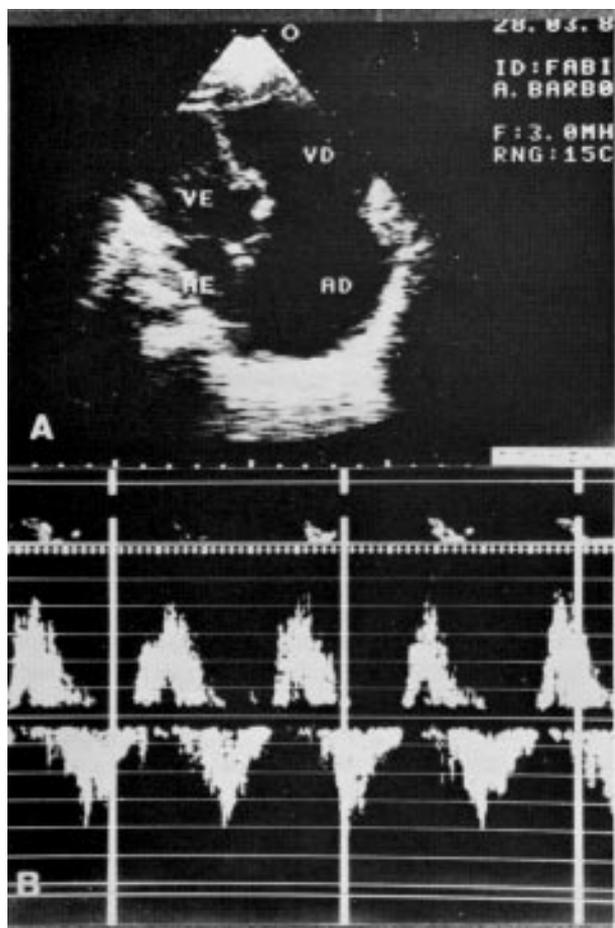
Ecocardiograma bidimensional mostrando grande dilatação do átrio e ventrículo direitos. O doppler revela refluxo valvar a nível do anel tricúspide.
